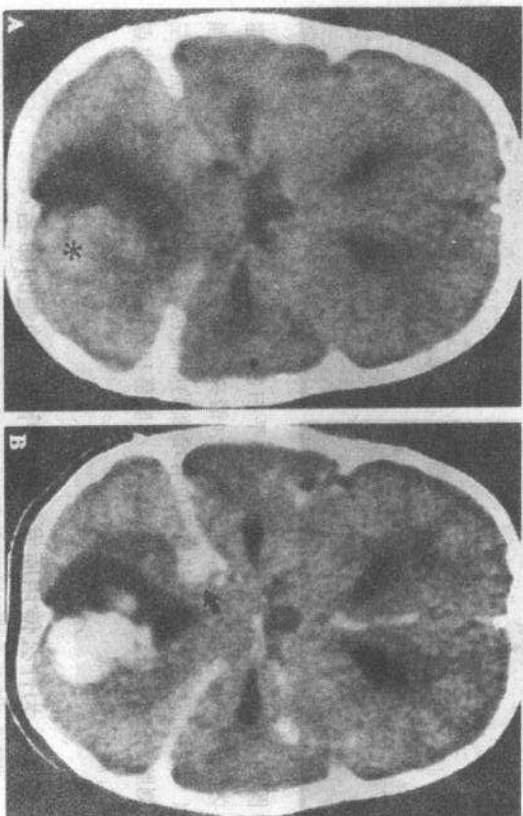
髓母细胞瘤。CT平扫显示左侧小脑蚓部略高密度肿块(*),其右侧见一囊性区。增强扫描肿瘤明显强化(B),沿右侧小脑幕见一转移灶(箭头),侧脑室下角扩张提示有脑室阻塞
